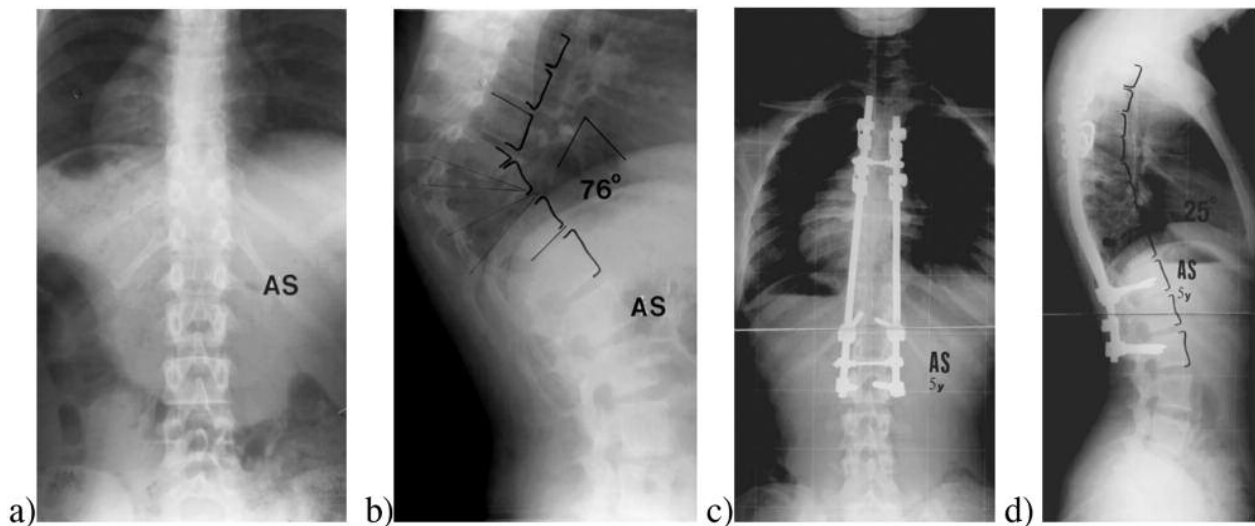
T8-10 posterior wedge osteotomy was performed in a 13 years old female with postinfectious thoracic rigid angular deformity. Preoperative radiographs show local severe kyphosis (a,b). Five years follow-up radiographs show full bony union with restored sagittal balance (c,d).
